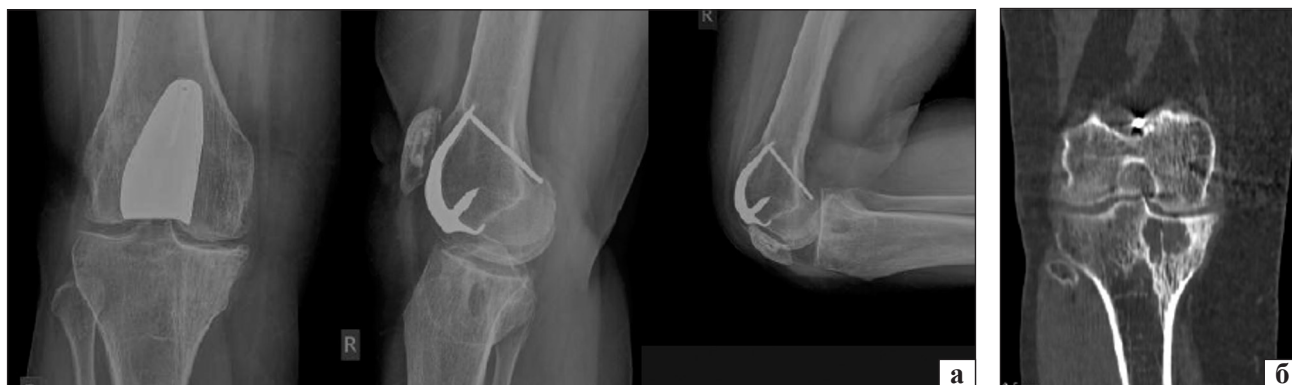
Коленный сустав пациентки Р. через 10 лет после операции: а) рентгенограмма; б) КТ, МРТ, субхондральная киста внутреннего мыщелка большеберцовой кости
